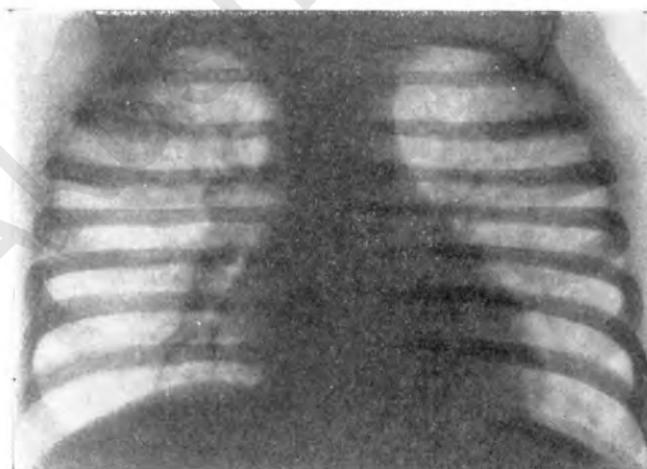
Рентгенограмма Людв Б., 5 лет. Коклюш. 10-й день судорожного периода. Усилен легочный и корневой рисунки.
